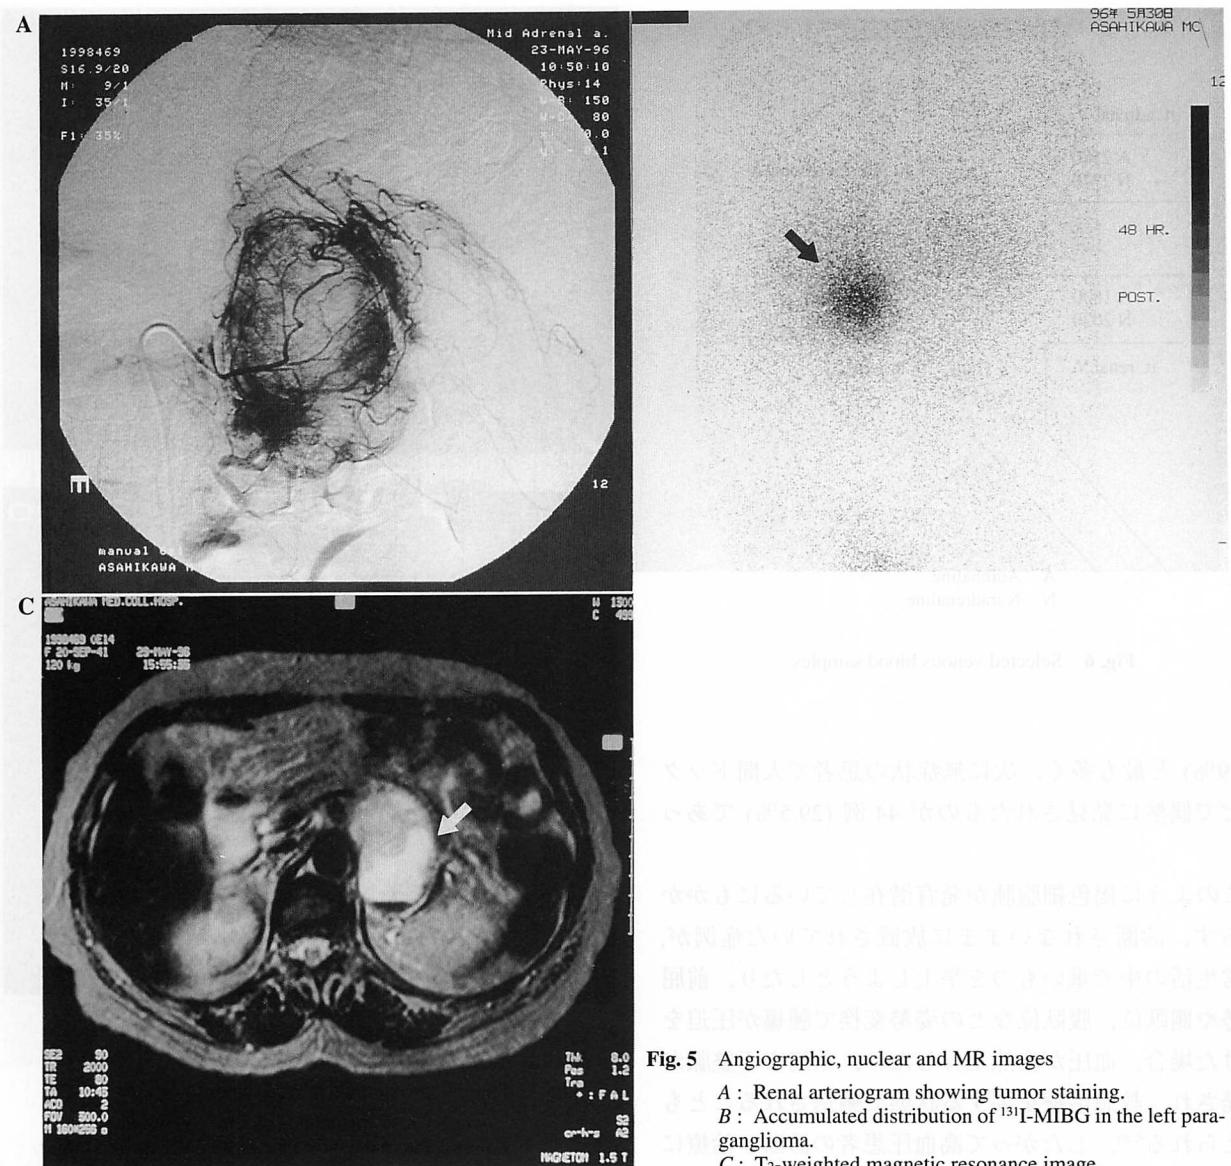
Angiographic, nuclear and MR images
